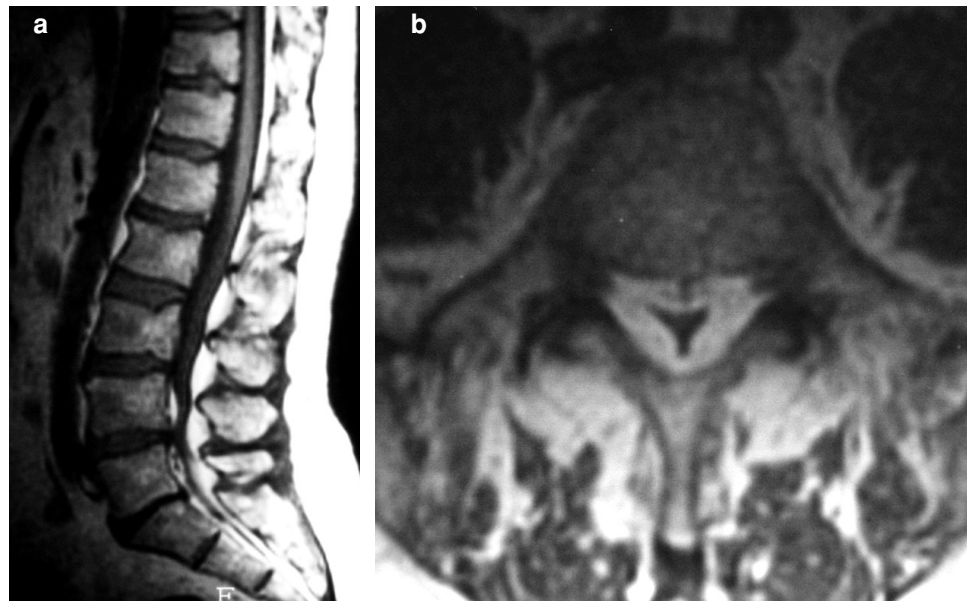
(a, b) : Coupes IRM sagittale (a) et axiale (b) en pondération T1 mettant en évidence une lipomatose épidurale lombaire. Noter la déformation en "Y" du sac dural sur la coupe axiale.
